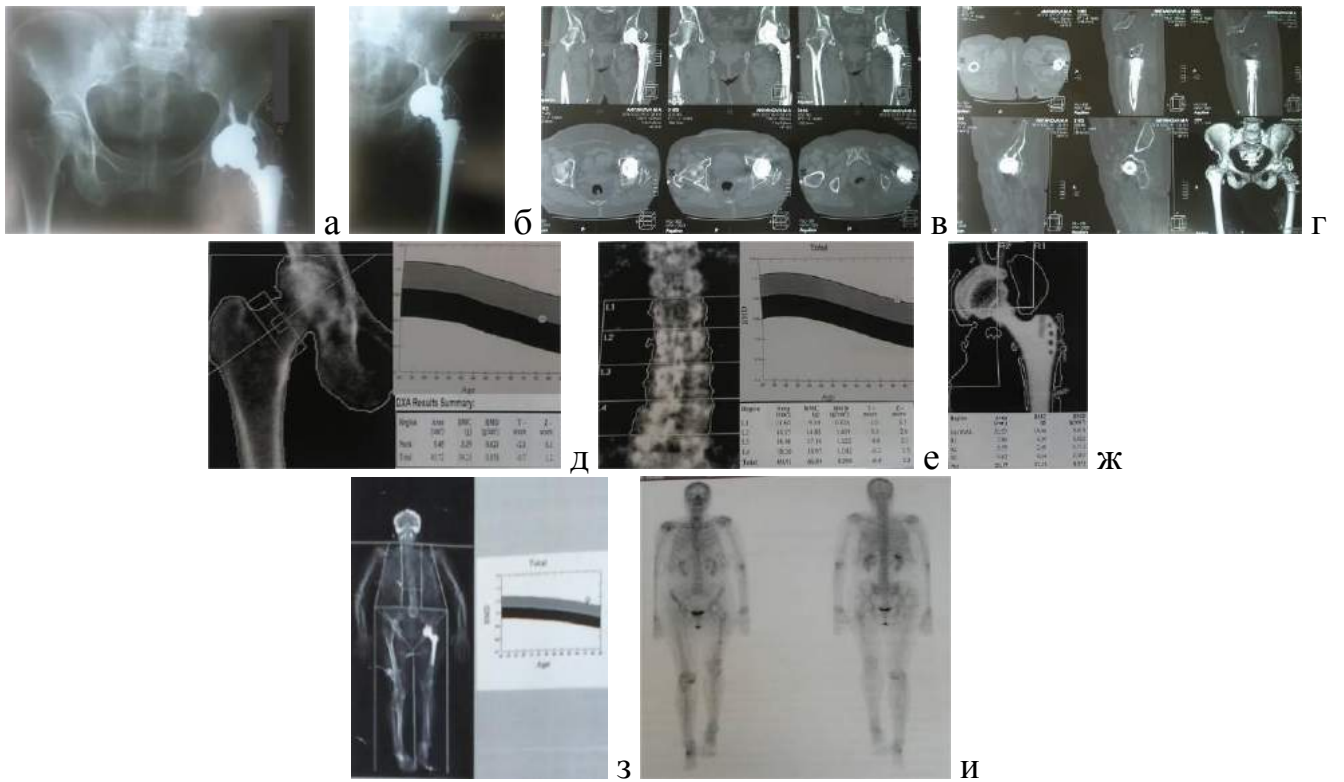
♀, 76 лет; а, б – рентгенограммы через 3 года после артропластики левого ТБС; в, г – компьютерные томограммы через 3 года после артропластики; д, е, ж, з – остеоденситограммы через 3 года после артропластики; и - остеосцинтиграмма через 3 года после артропластики
